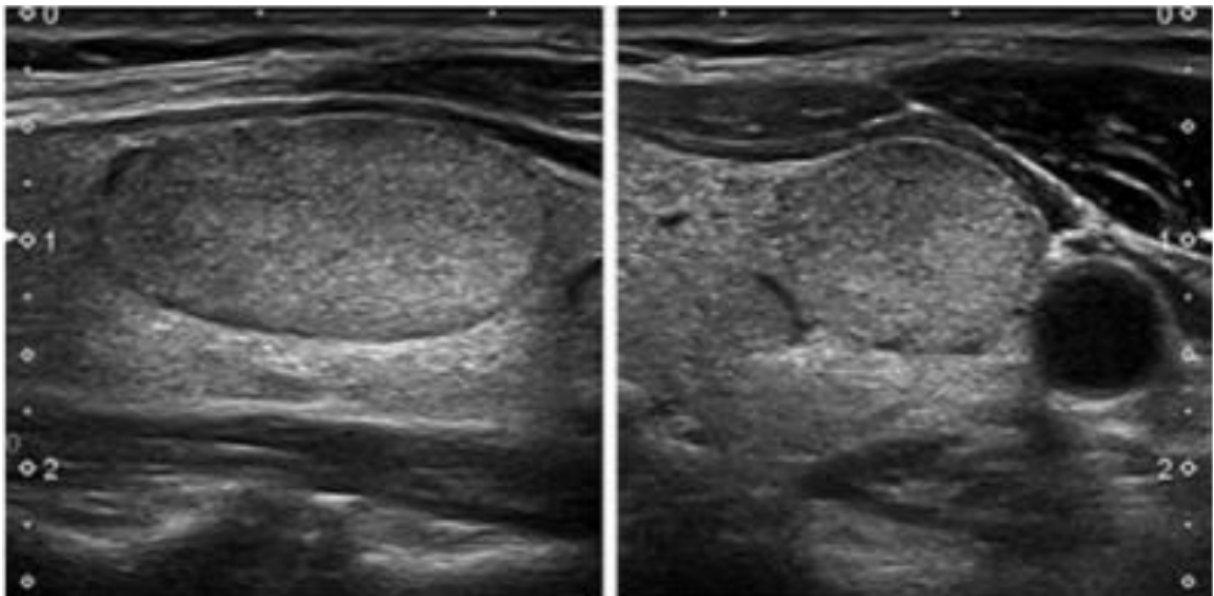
Aspect échographique EUTIRADS 3 : Nodule isoéchogène a faible risque avec une forme ovale et des marges lisse sans caractéristiques a haut risque. Coupe longitudinale (gauche), coupe transversale (droite) [2].
